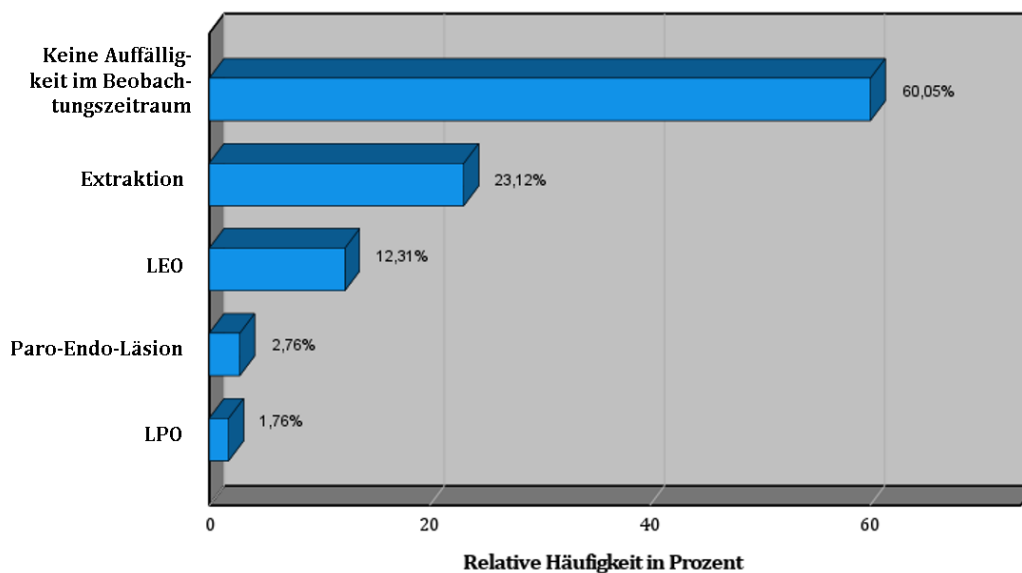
Häufigkeitsverteilung der Ursachen des Misserfolgs aller beobachteten Fälle ($n = 398$) nach röntgenologisch basierter Erfolgsdefinition; ($n = 159$) Misserfolgsereignisse
